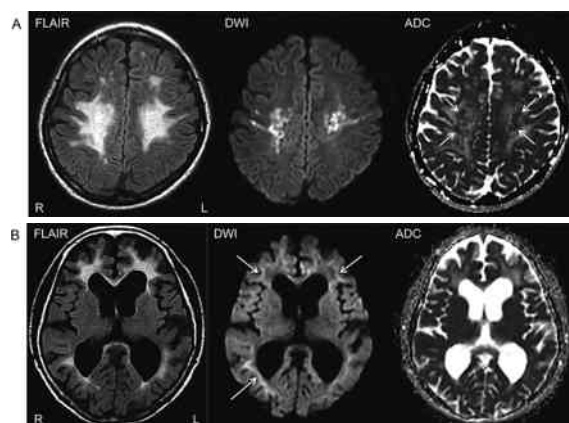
頭部 MRI。(A) 当初、一次進行性多発性硬化症が疑われ、*CSF1R* 検査で HDLS と診断された20歳代女性<sup>6)</sup>。頭頂葉優位に FLAIR 高信号病変が両側性に見られ、一部は DWI で高信号を呈する。DWI 高信号部は ADC で周囲に比べ低信号を呈しており (矢印)、真の拡散障害であることが示唆される。(B) HDLS が疑われたが、*CSF1R* 検査陰性の60歳代女性。DWI にて側脳室周囲の FLAIR 高信号病変を取り巻くような high signal rim が見られる (矢印)。
